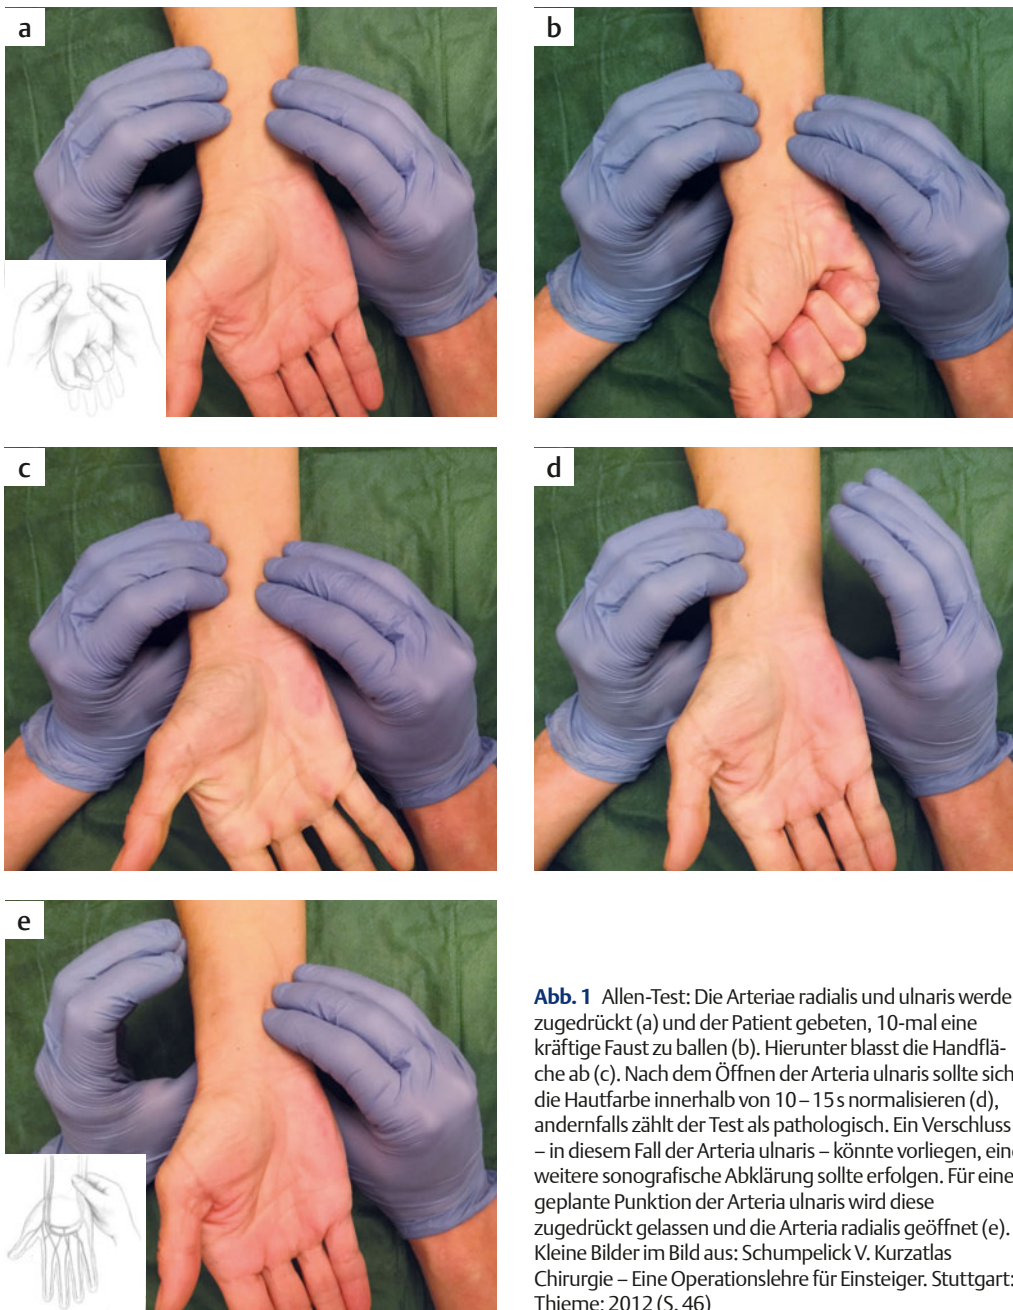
Allen-Test: Die Arteriae radialis und ulnaris werden zugeedrückt (a) und der Patient gebeten, 10-mal eine kräftige Faust zu ballen (b). Hierunter bläst die Handfläche ab (c). Nach dem Öffnen der Arteria ulnaris sollte sich die Hautfarbe innerhalb von 10–15 s normalisieren (d), andernfalls zählt der Test als pathologisch. Ein Verschluss – in diesem Fall der Arteria ulnaris – könnte vorliegen, eine weitere sonografische Abklärung sollte erfolgen. Für eine geplante Punktion der Arteria ulnaris wird diese zugeedrückt gelassen und die Arteria radialis geöffnet (e). Kleine Bilder im Bild aus: Schumpelick V. Kurzatlas Chirurgie – Eine Operationslehre für Einsteiger. Stuttgart: Thieme; 2012 (S. 46)
